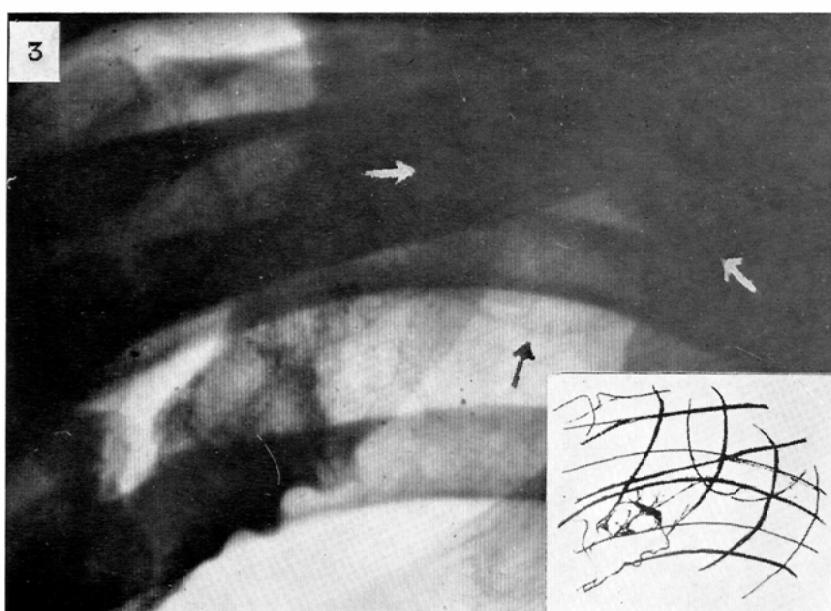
Male, 54. Chest roentgenogram showing a thin-walled bleb in the left subclavicular region, which was proved by autopsy.
